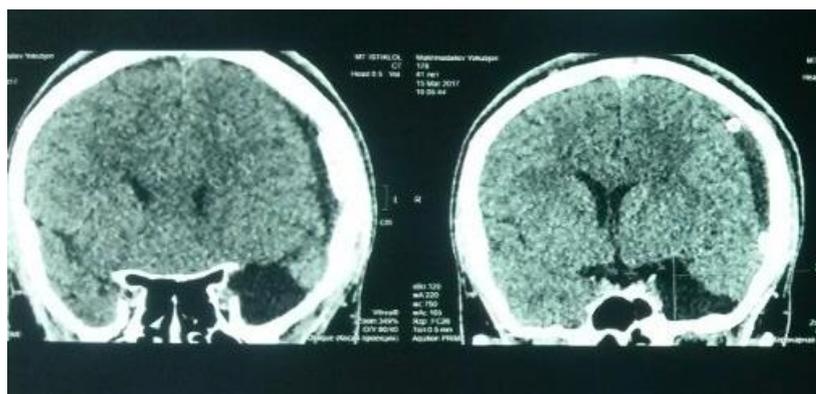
КТ пострадавшего М., 1994 г.р. после операции №1045
